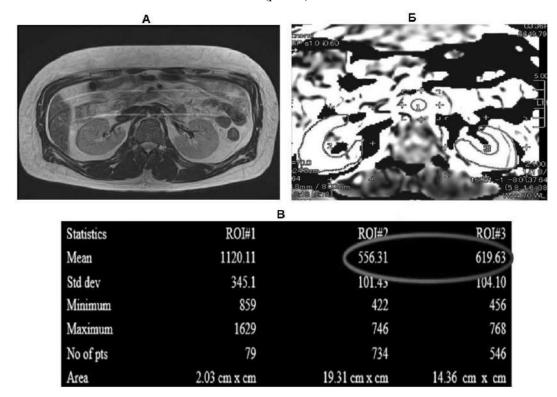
A-MP-томограмма органов брюшной полости и забрюшинного пространства в режиме T2 пациента A. 50 лет, не страдающего хронической болезнью почек (аксиальный срез). Б — серошкальная карта ASL-перфузии почек (ROI 1 — аорта, ROI 2 — правая почка, ROI 3 — левая почка). В — статистическая количественная карта ASL-перфузии почек (ROI 1 — аорта, ROI 2 — правая почка, ROI 3 — левая почка)
